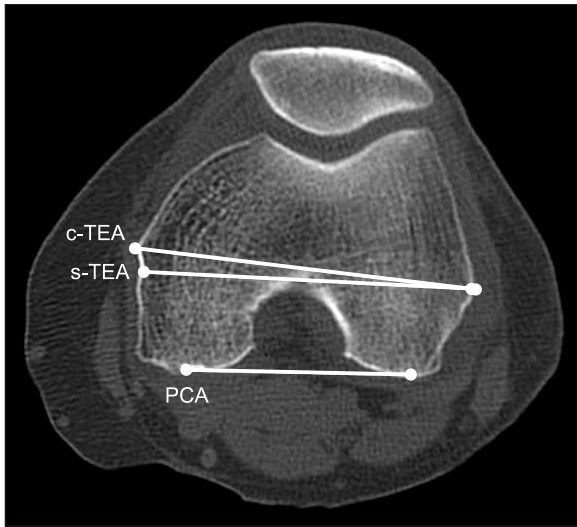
Computed tomography scan showing the transverse view of the distal femoral condyles. c-TEA, clinical transepicondylar axis; s-TEA, surgical transepicondylar axis; PCA, posterior condylar axis.
